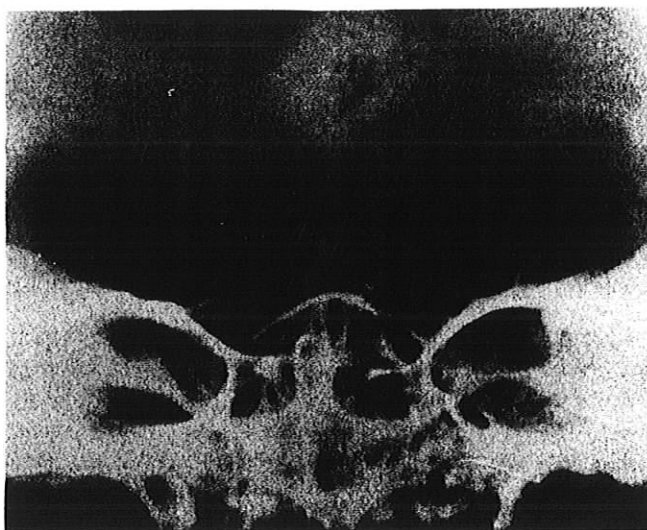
Cas n°4 : Radiographie post mortem
